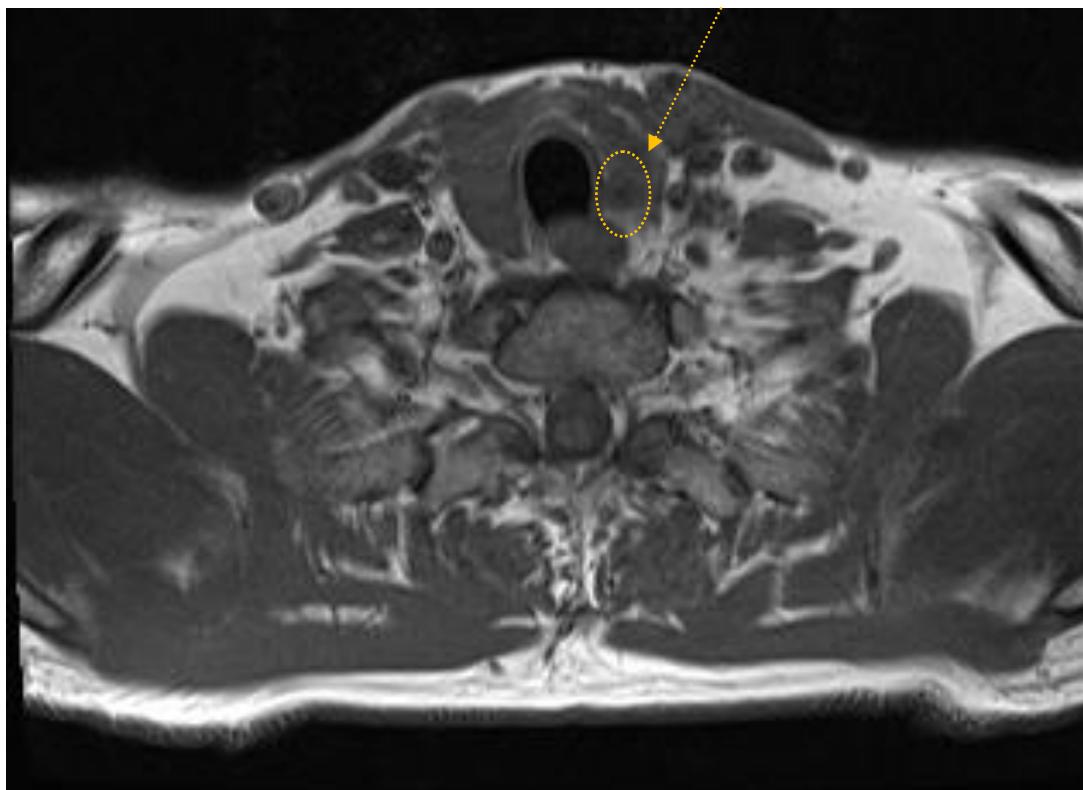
МРТ мягких тканей шеи с внутривенным контрастированием. Стрелкой указано прорастание опухоли за пределы капсулы щитовидной железы. Опухолевый узел выходит за пределы
